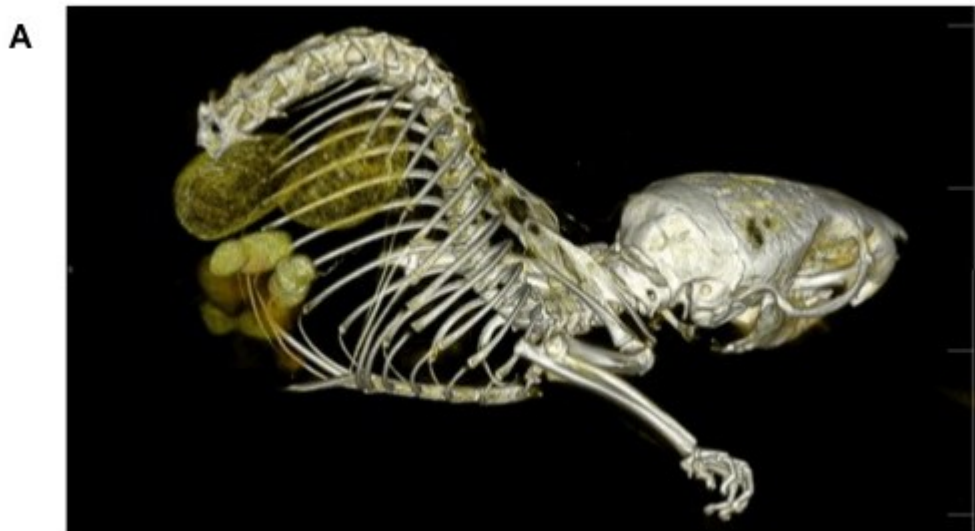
3D Rekonstruktion einer  $\mu$ -CT-Auswertung von einer DBA/2 Maus mit Nephrokalzinose unter Hochphosphatdiät
